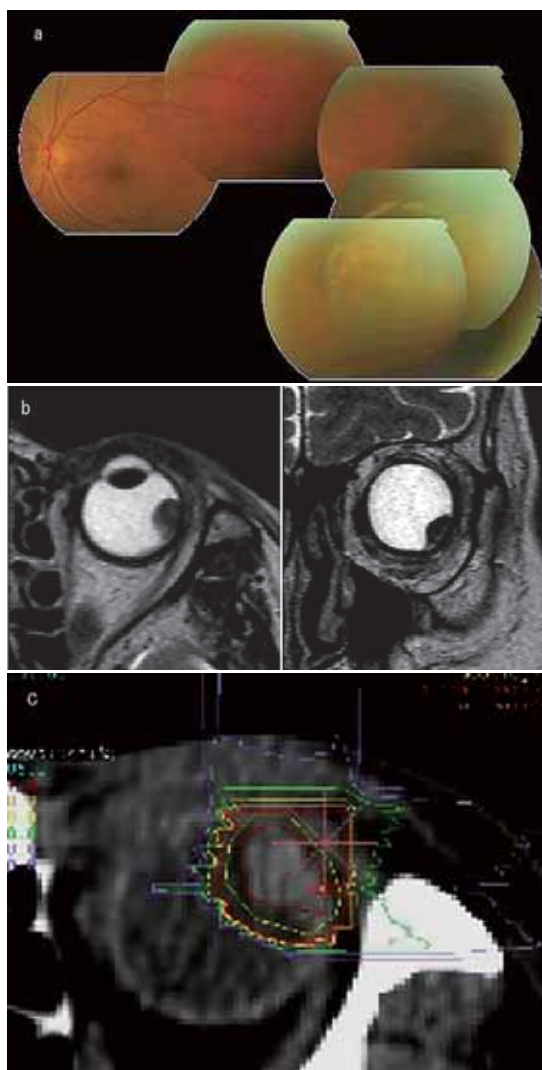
症例2の眼底(a)、および、MRI T2強調画像水平断、冠状断(b)、炭素イオン線の線量分布(c)。黄斑部は照射野に直接含まれていない。
